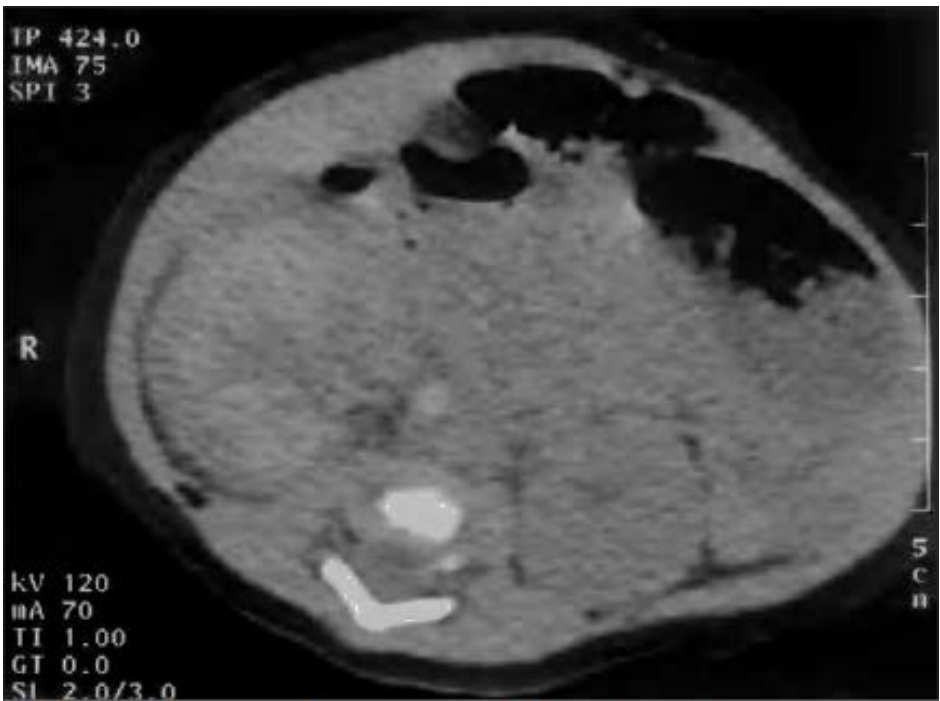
TC abdominal: calcificación de la vena cava inferior infrarrenal compatible con trombosis.
